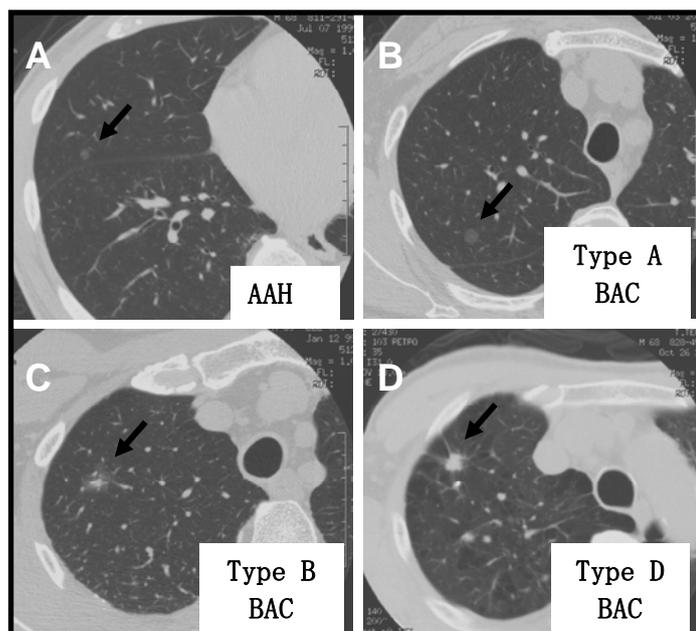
長径 10 mm 以下の微小腫瘍 (AAH および BAC) の高解像度 CT スキャン所見
